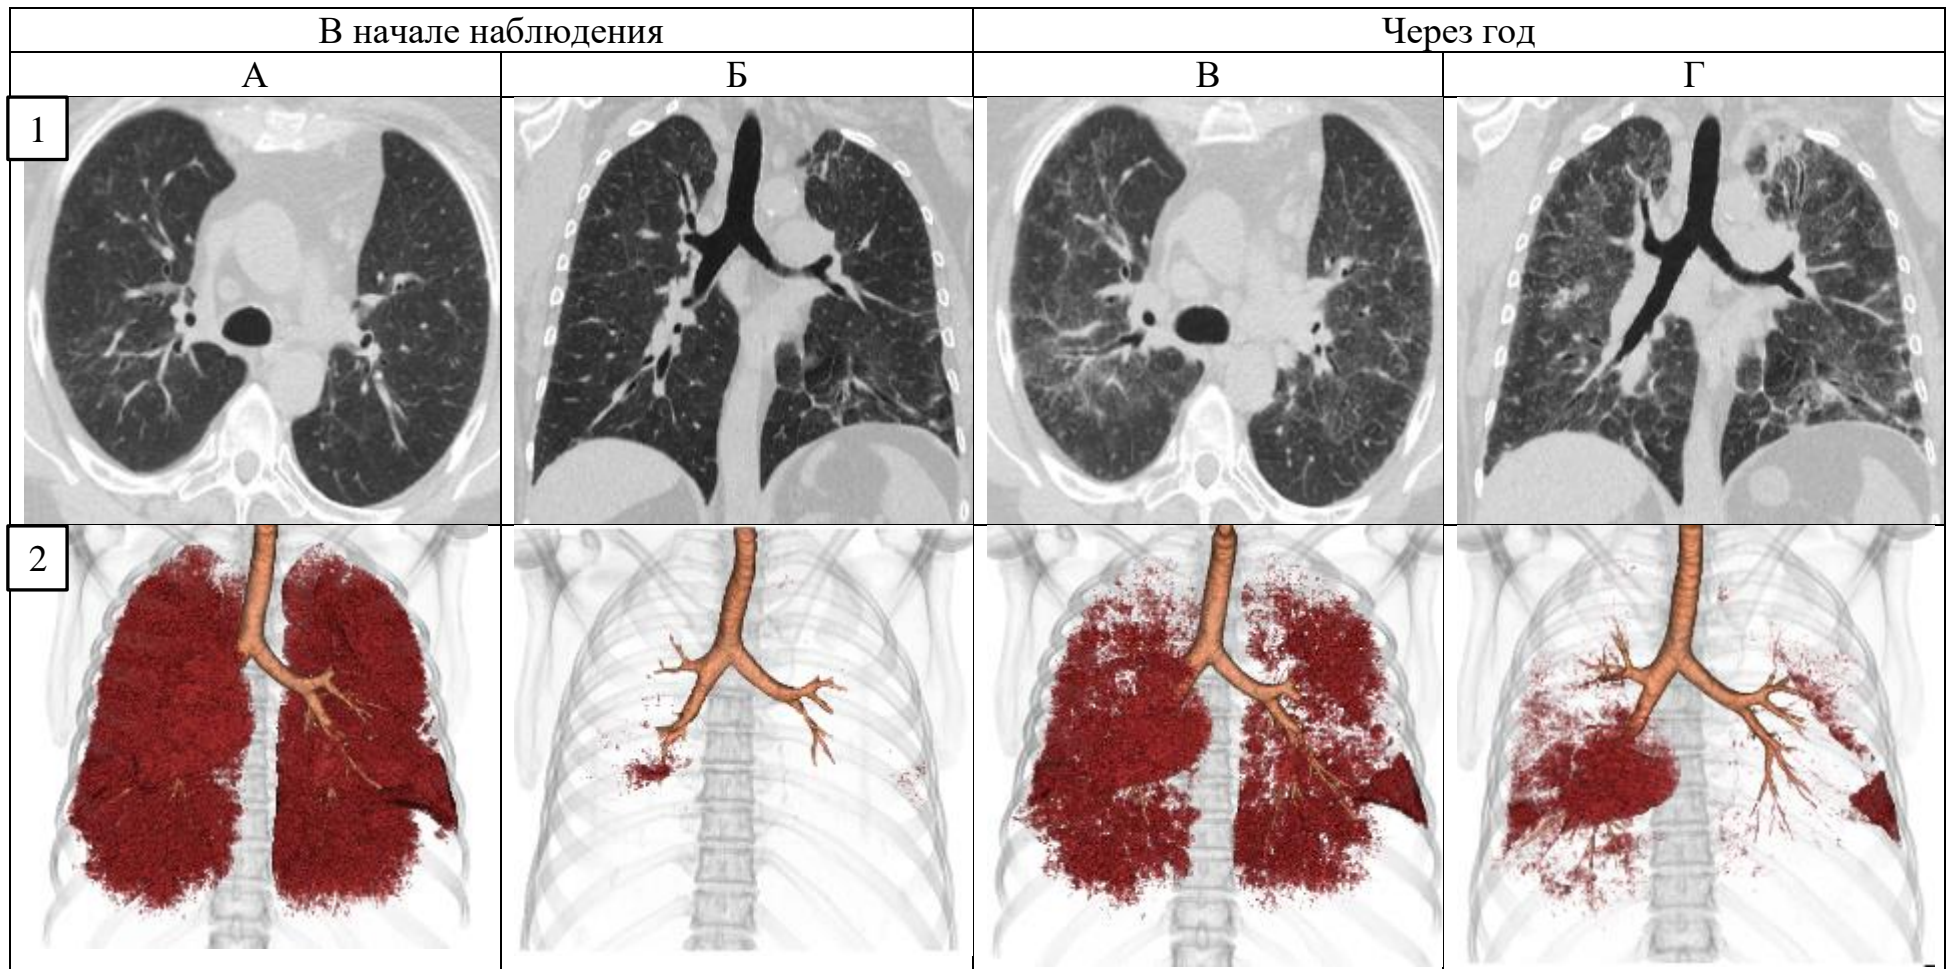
Сравнительный анализ данных КТ. Срезы на уровне бифуркации трахеи в аксиальной (1А, 1В) и коронарной (1Б, 1Г) плоскости. 3D-модели воздухонаполненности на вдохе (2А, 2В) и выдохе (2Б, 2Г).
